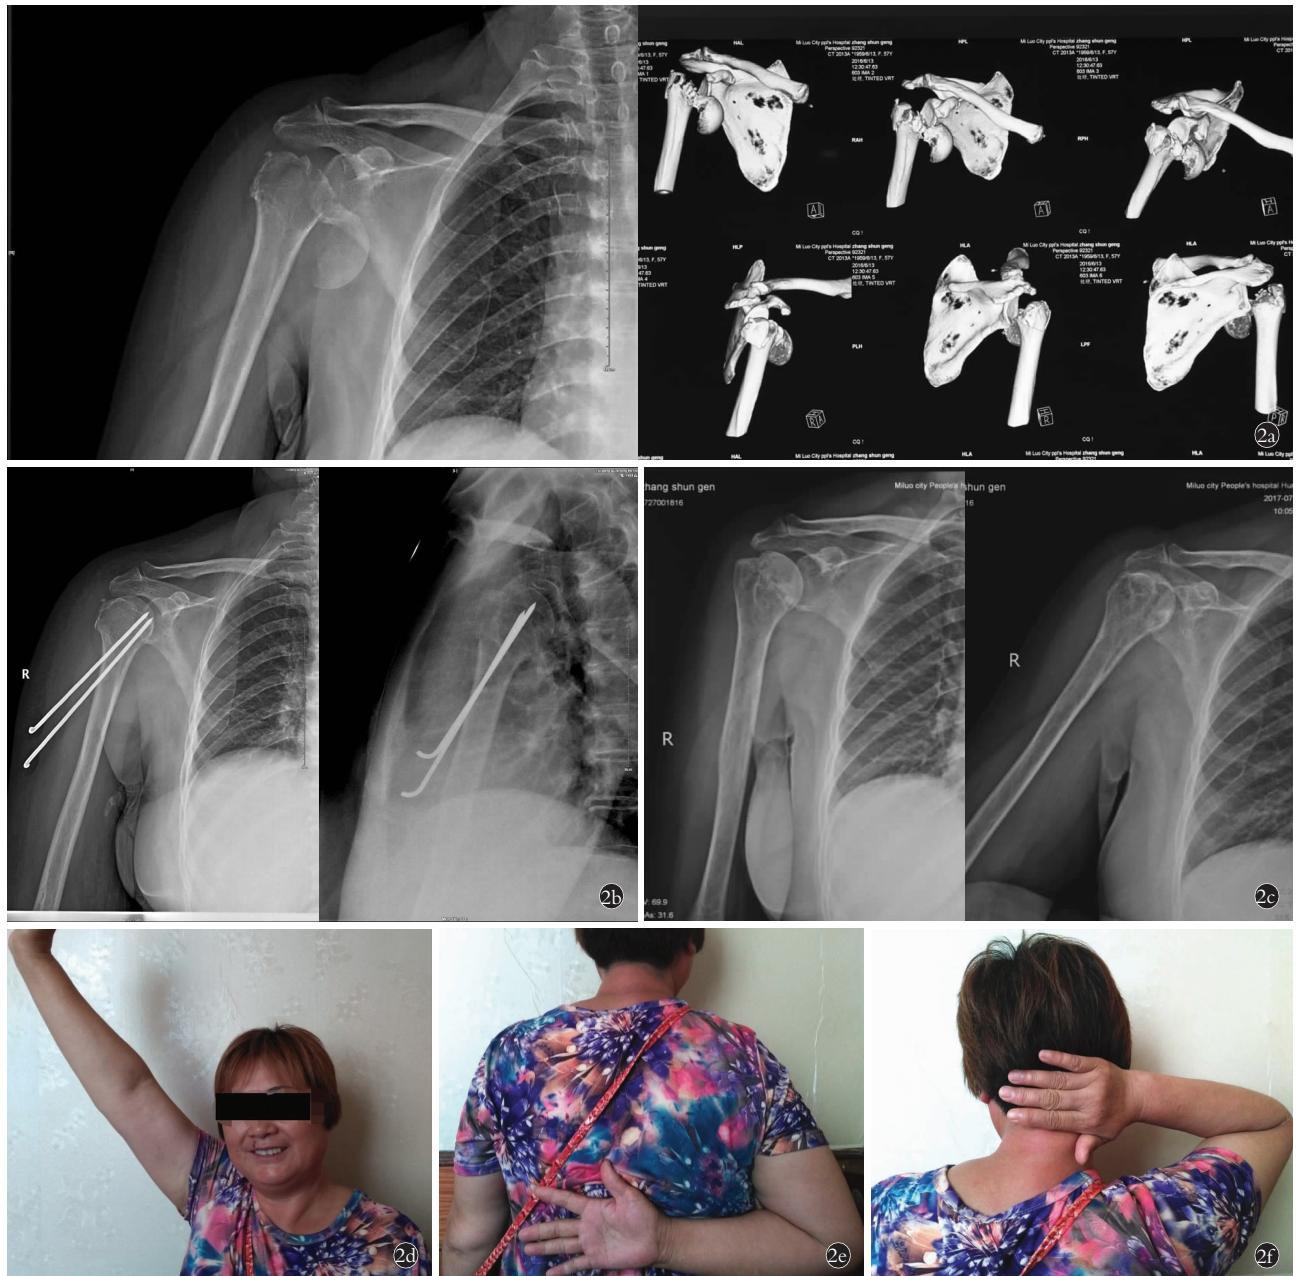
患者,女,57岁,右肩关节盂下脱位伴肱骨颈骨折 2a.治疗前肩关节正位X线片和CT重建 2b.复位后正位X线片 2c.术后1年复查正侧位X线片 2d.上举过头顶 2e.手背可达T₁₂ 2f.手可至后颈部
